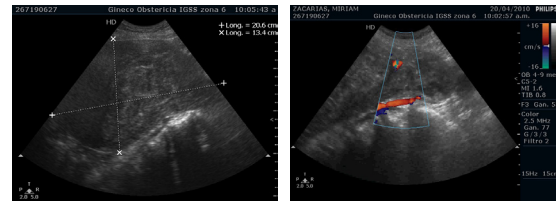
Imagen del estudio ecográfico preoperatorio, donde se observa la gran dimensión de la masa (20.6cms x 13.4 cms) y la relación de la misma con el cuerpo uterino. En la imagen con Doppler color se puede observar parte de la vasculatura que nutria al fibroma y el pedículo que involucra todo el fondo y parte de la cara posterior del útero.
